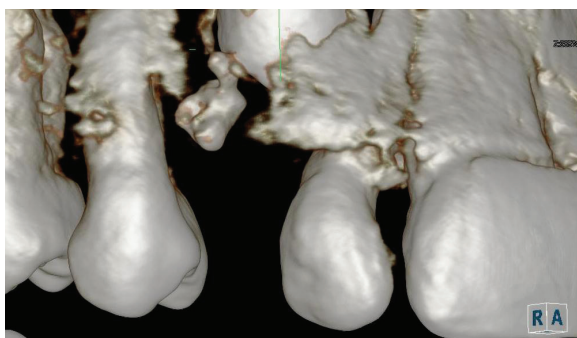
Compiutertomografie în zona dintelui inclus
